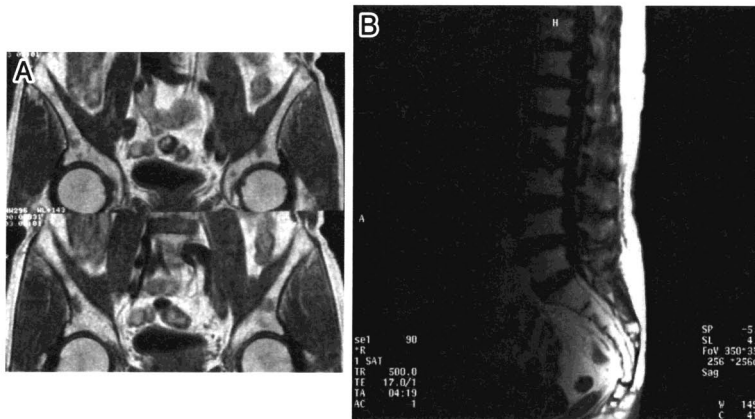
再生不良性貧血患者の骨髓 MRI (T1 強調) 像
